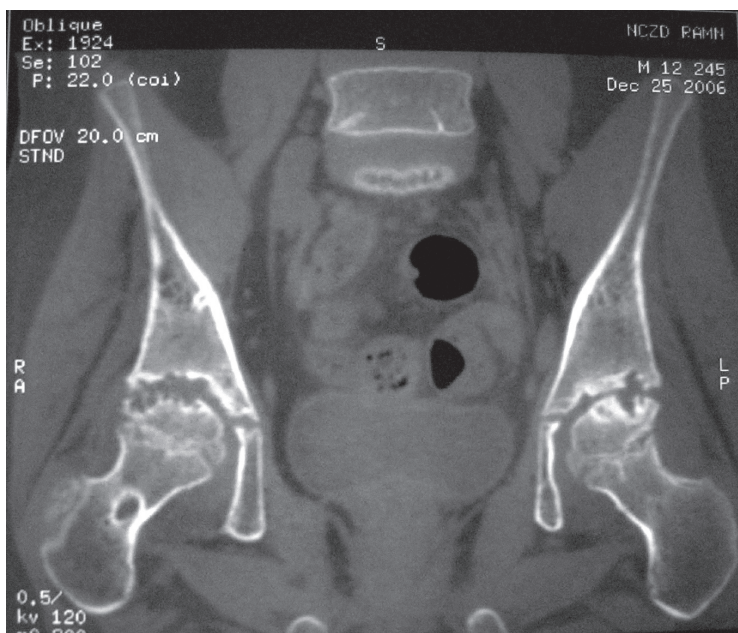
Компьютерная томография тазобедренных суставов.
